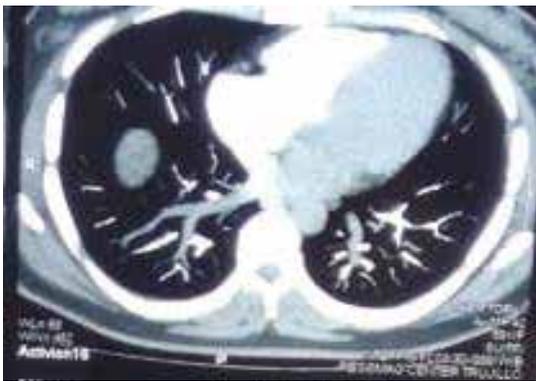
TAC. MAVP en lóbulo lingular.
